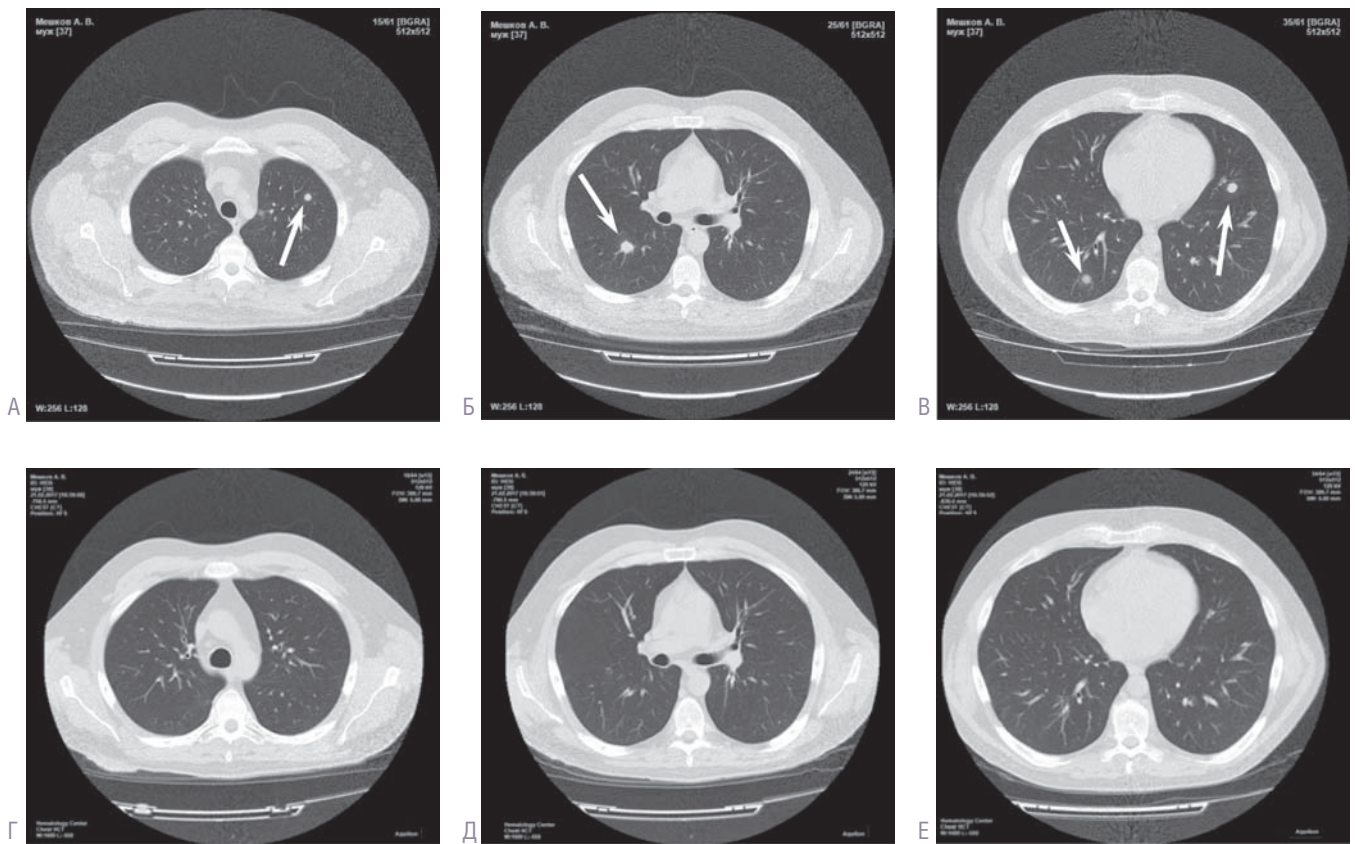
Множественное очаговое поражение легочной ткани (показано стрелками) по данным мультиспиральной компьютерной томографии органов грудной клетки.
